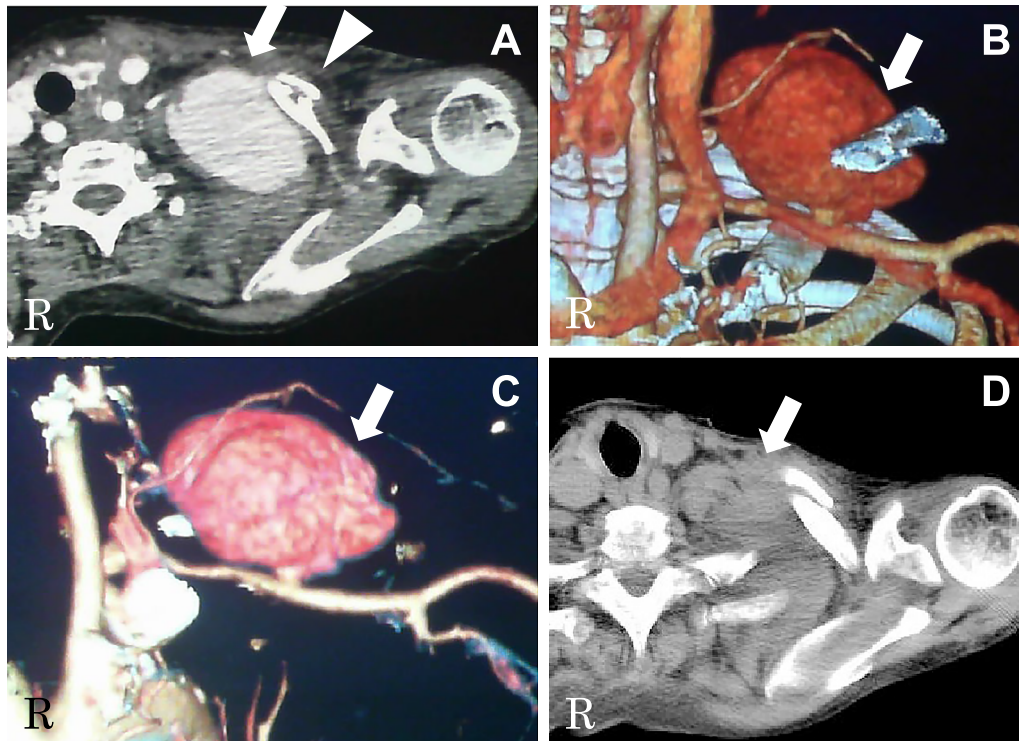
CT angiograms of the chest (A), and three-dimensional reconstruction images of the left subclavian artery (B–C) on admission day, and CT of the chest on the fifth day (D).
